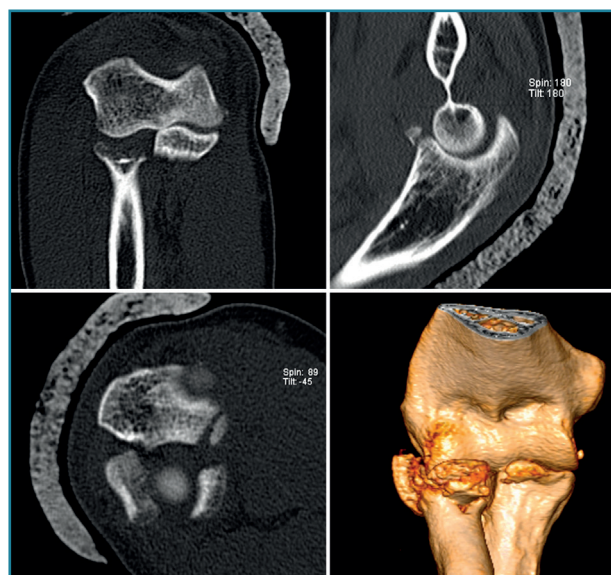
Tríada terrible de codo derecho donde puede apreciarse en las imágenes de tomografía computarizada la fractura de la cabeza del radio, la fractura de la coronoides y la subluxación posterolateral de la ulnohumeral.
